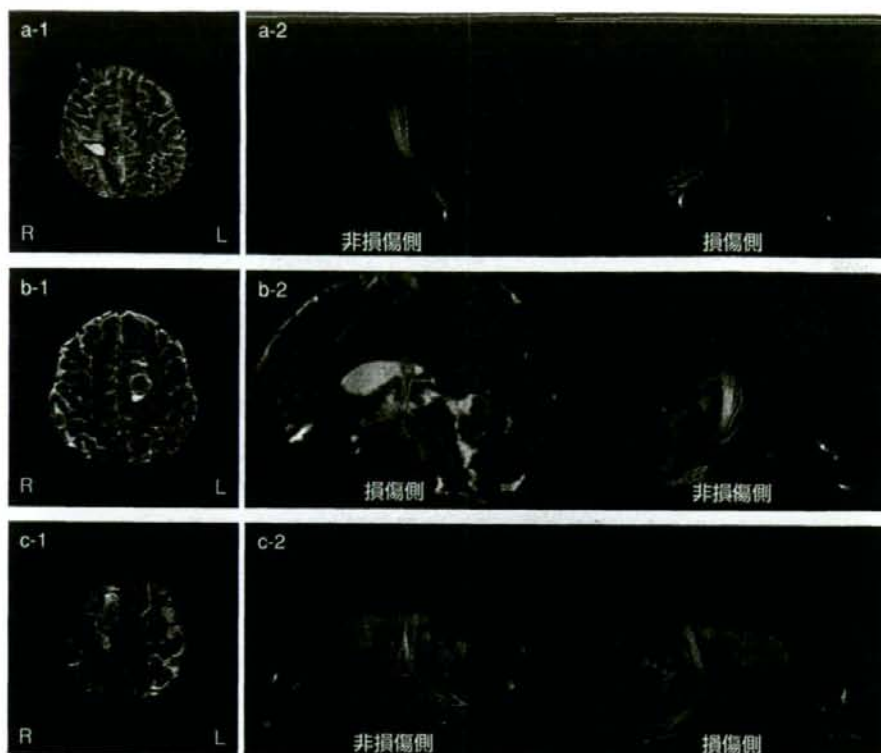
3.0 Tesla MRI T2WI および FT により描出された皮質脊髄路
